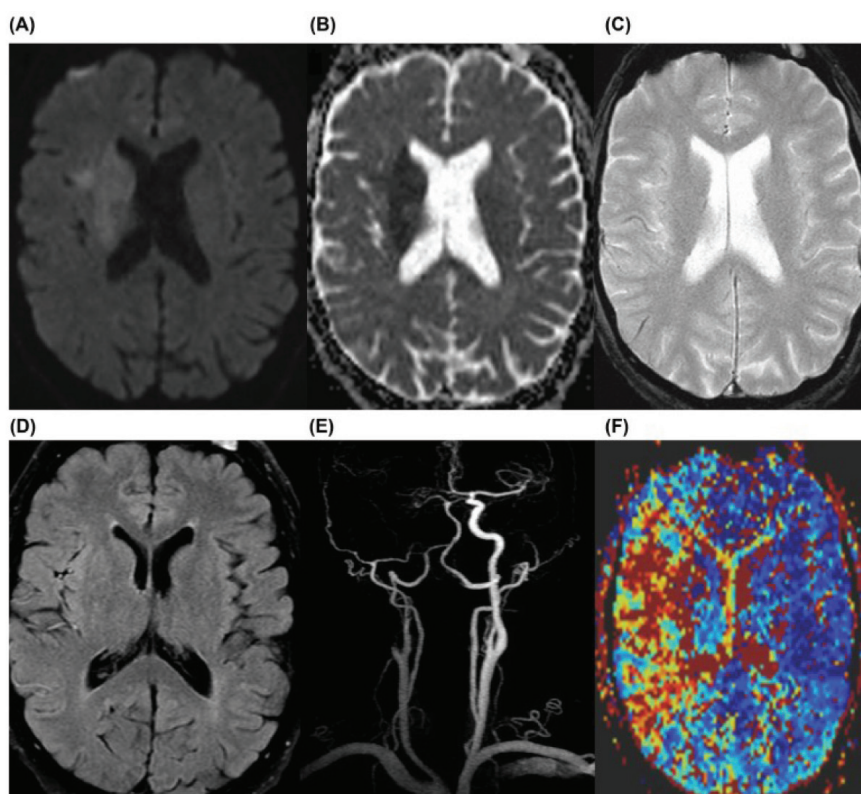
Demonstrarea diferitelor secvențe IRM achiziție multimodală la un pacient în vârstă de 70 de ani care a prezentat debut acut al hemiplegiei stângi și pareza privirii spre stânga: (A) DWI, (B) ADC, (C) GRE, (D) FLAIR, (E) MRA al capului și gâtului și (F) imagistică ponderată prin perfuzie. *Proprietate Malhotra și colab.*
